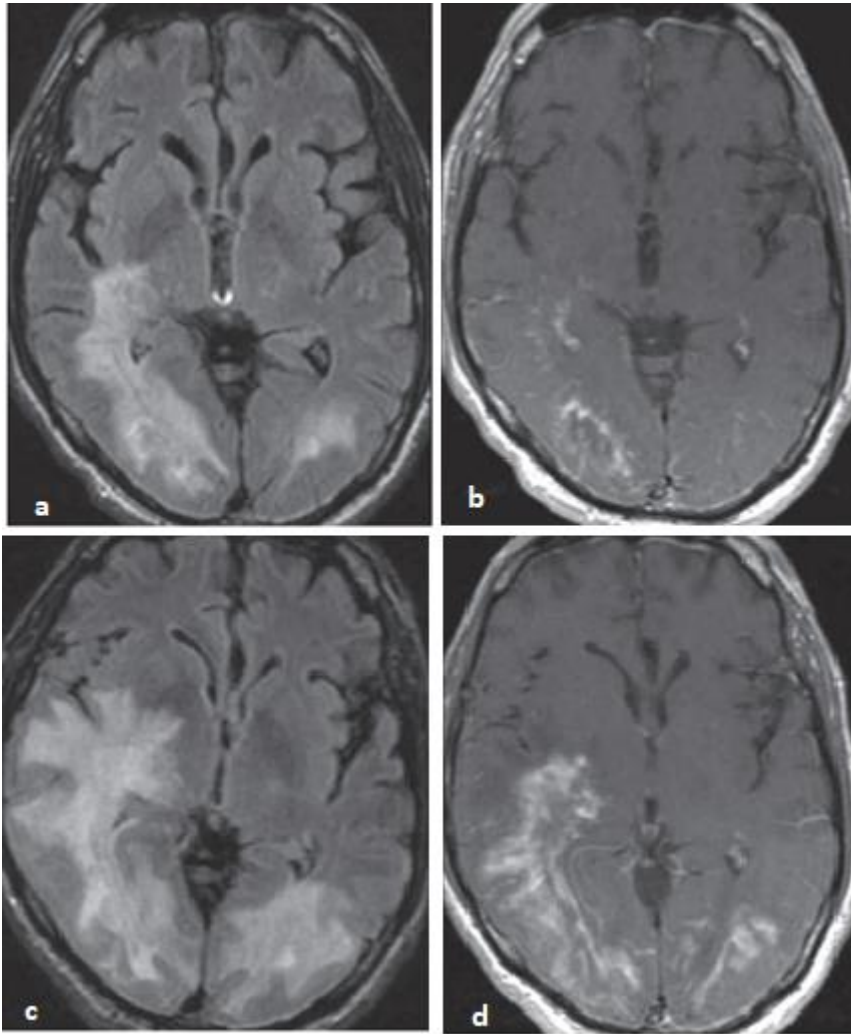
SRI chez un patient atteint de LEMP confirmé par biopsie. IRM cérébral en coupes axiales en séquences pondérées FLAIR (a) montre un hyper signal dans la substance blanche sous corticale avec atteinte des fibres U pariétale bilatérale plus marqué à gauche qui est rehaussé avec injection du gadolinium (b). Après 2 semaines plus tard, on note une accentuation de l'hyperintensité de la substance blanche, avec un rehaussement marqué après injection du gadolinium (d) Cas par Max Wintermark, MD, Université de Californie, San Francisco).
